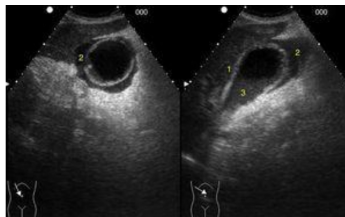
Corte transversal y longitudinal de vesícula biliar. Engrosamiento de la pared (1), colecciones líquidas perivesiculares (2) y material ecogénico intravesicular: barro biliar (3). Fuente Revista SEMERGEN <https://www.elsevier.es/es-revista-medicina-familia-semergen-40-articulo-ecografia-vesicula-via-biliar-S113835931400375X>
